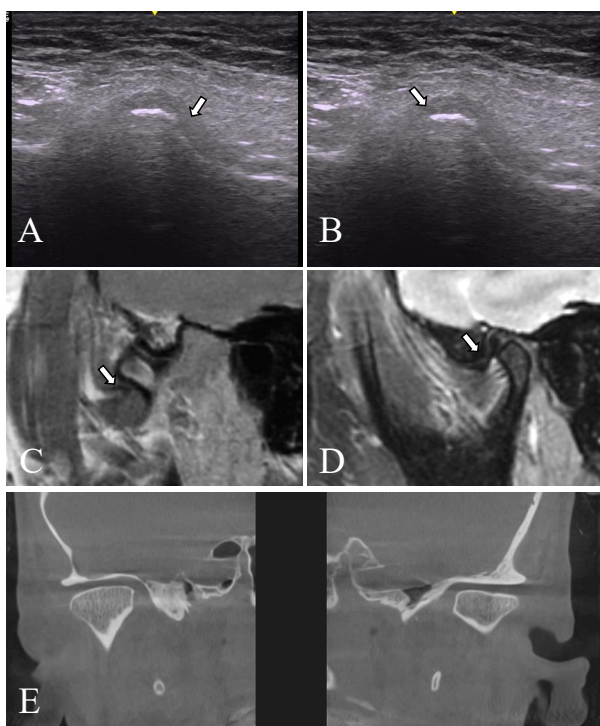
Images from the three imaging modalities (USI, MRI, and CBCT) for the same patient. A & B. Sagittal USI of the right and left side of the mandible showing ADDwr; the arrow indicates the articular disc position. C & D Sagittal MRI of the right and left side of the mandible, which is in agreement with the USI results for the articular disc position. E. Axial CBCT of the TMJ showing flattening and asymmetric morphology of the condyle on the left side of the mandible, which is compatible with the results from USI.
